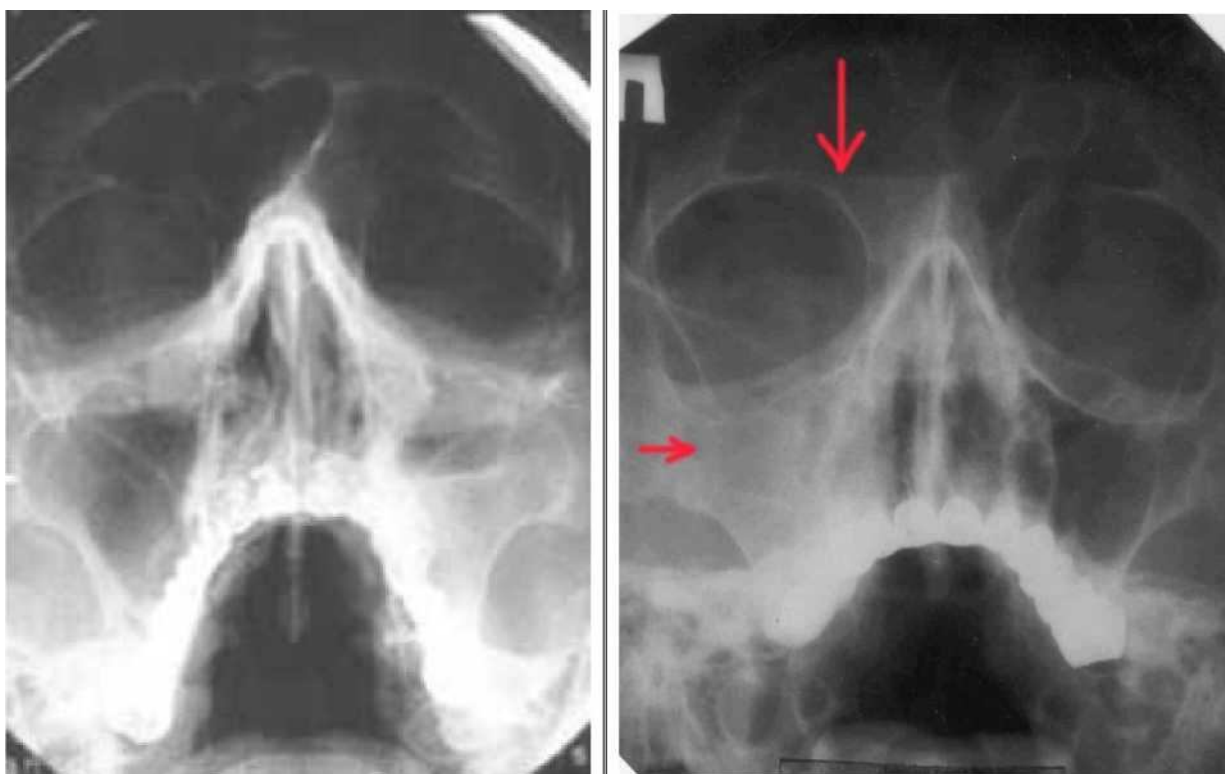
Рентген картина при РС аллергической и бактериальной этиологии.
